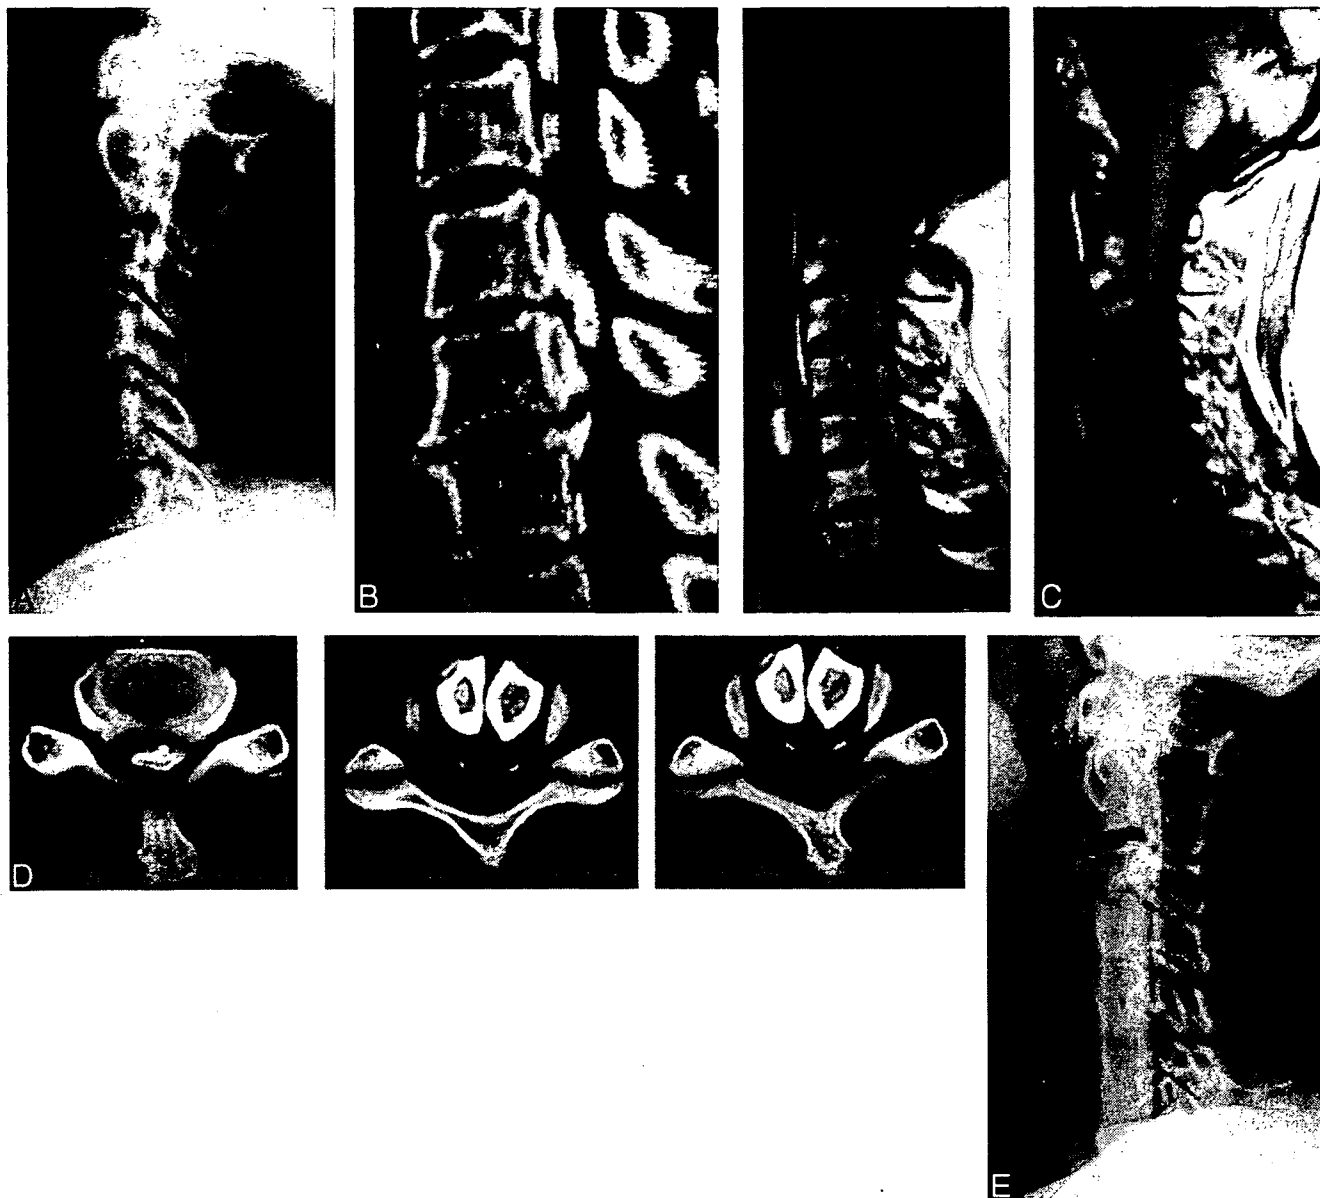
Case 7. A, Preoperative lateral radiograph image demonstrating mixed-type OPLL but not clearly showing a massive ossified lesion at C5–C6. B, CT reconstruction image (left), T1-weighted MR image (right) demonstrating a massive ossification at C5–C6. C, T1-weighted MR image taken 3 months after surgery demonstrating sufficient anterior decompression of the spinal cord. D, Preoperative and postoperative CT. Preoperative CT myelogram (left) demonstrating severe compression of the spinal cord with a massive OPLL at C5–C6. CT image taken 1 week after (middle) surgery demonstrating 2 pieces of grafted fibula and the line of residual ossification behind the grafted fibula. CT image taken 7 weeks after surgery (right) demonstrating anterior shift of the residual ossification behind the grafted fibula. E, Radiograph image taken 2 years after surgery demonstrating anterior shift of the residual ossification.
